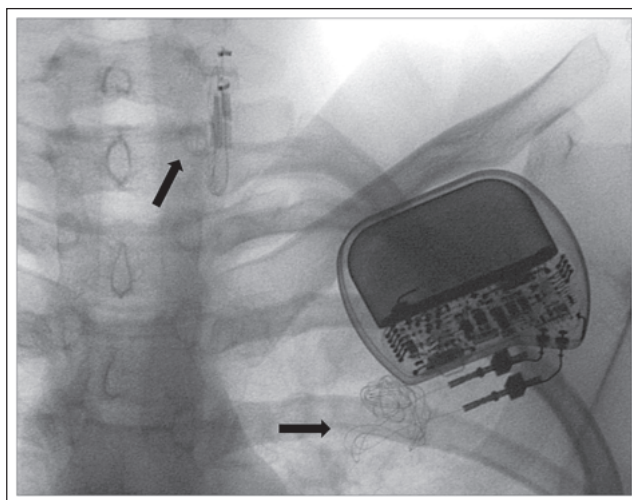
Röntgenaufnahme bei einer 16jährigen Patientin mit sekundärem Funktionsverlust der VNS-Therapie. Makrobruch.
